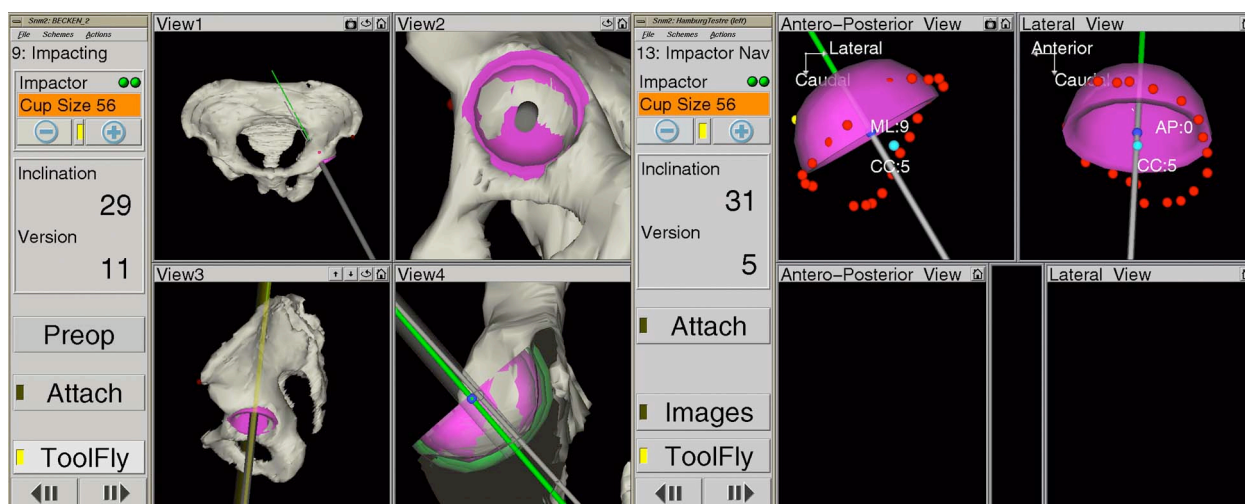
Navigationsbildsch. des CT-basierten Navitrack (l.) im Vergleich zum CT-freien Navitrack Systems.
